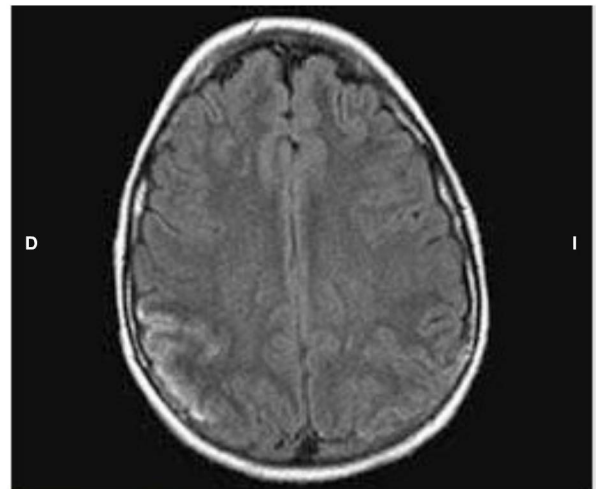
3 Imagen de resonancia magnética cerebral de una niña de 16 años con lupus, anticuerpos antifosfolípido, enfermedad de Addison e hipertensión. Es evidente una necrosis laminar en la región parietal derecha.
